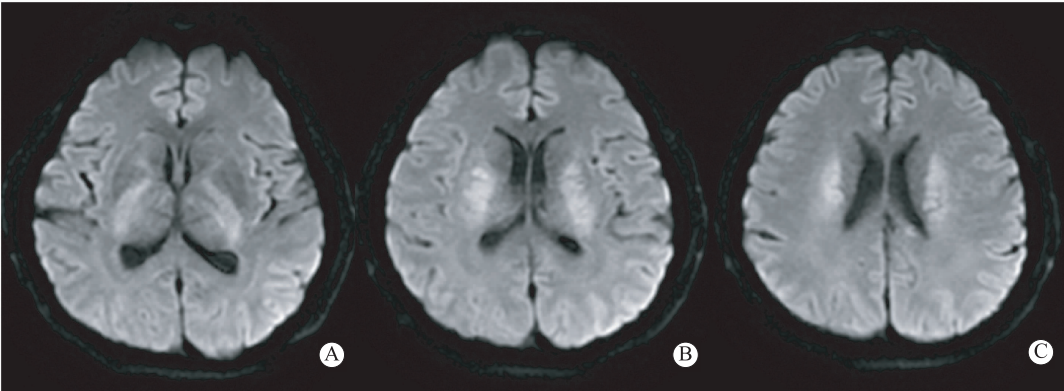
男性患者(62岁)颅脑MRI表现 A、B、C均为DWI序列;轴位像示大脑皮质、基底节区、放射冠区等处异常高信号
